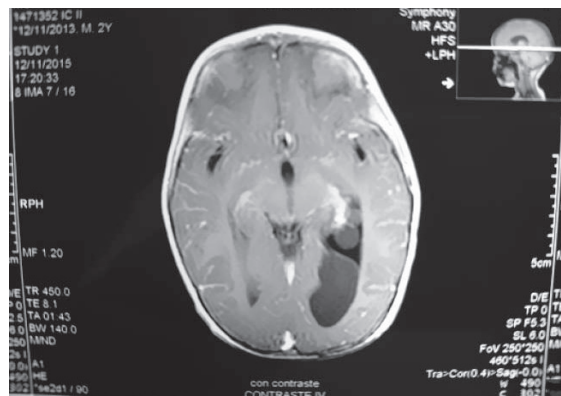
RRMN y TAC cerebral
